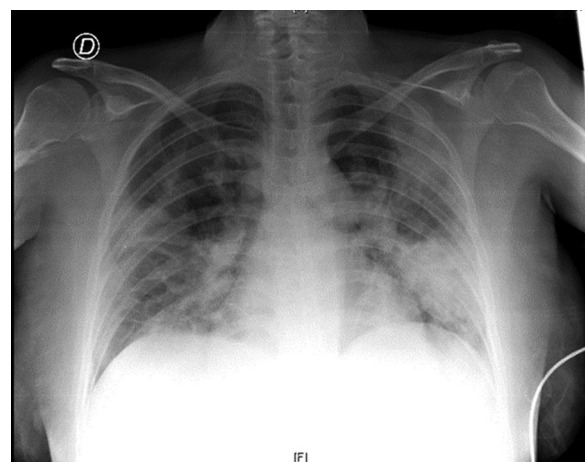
Radiografía de tórax al ingreso hospitalario.
